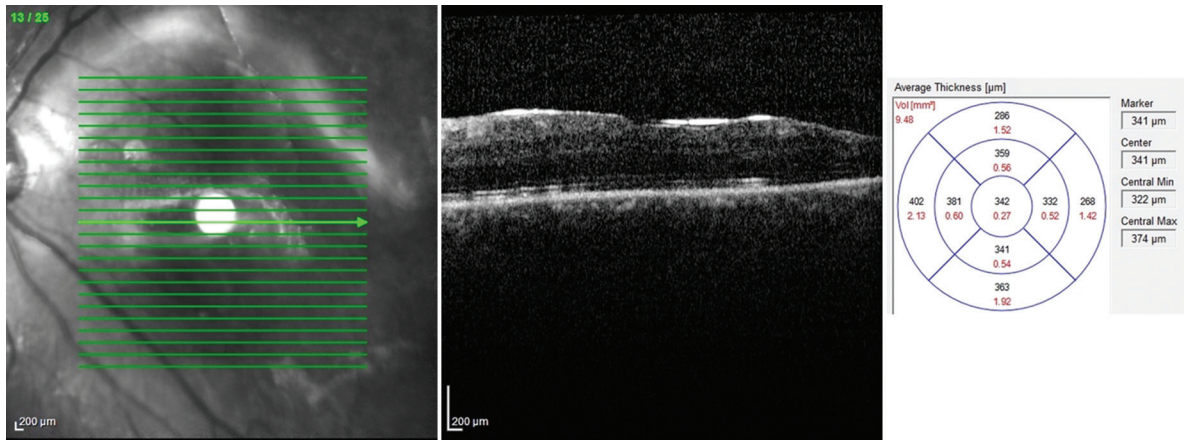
Imagen de tomografía de coherencia óptica de mácula a los 3 meses de la intervención quirúrgica. Se observa un grosor macular central de 342 µm.
